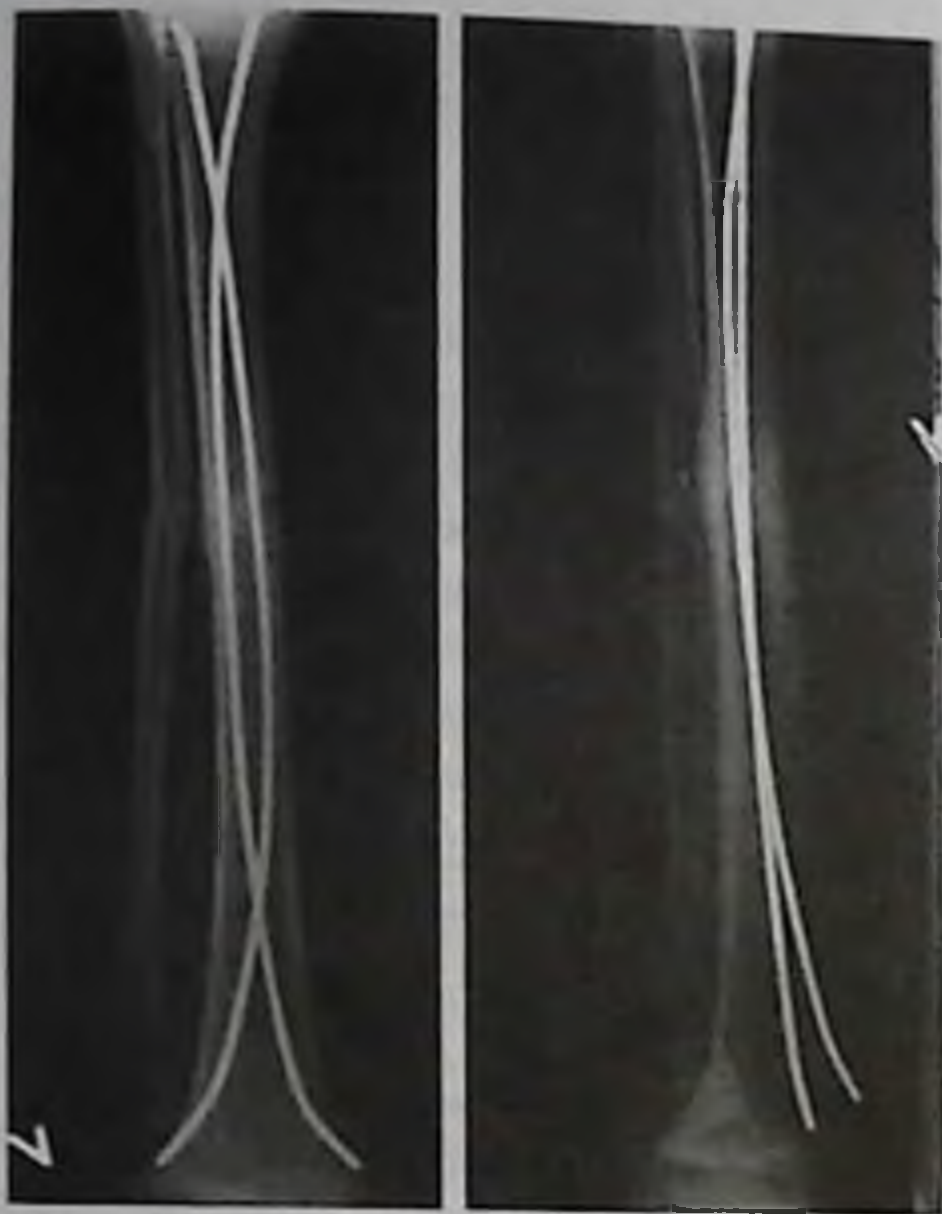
Остеосинтез большеберцовой кости тенами при переломе обеих костей голени (рентгенограмма)
